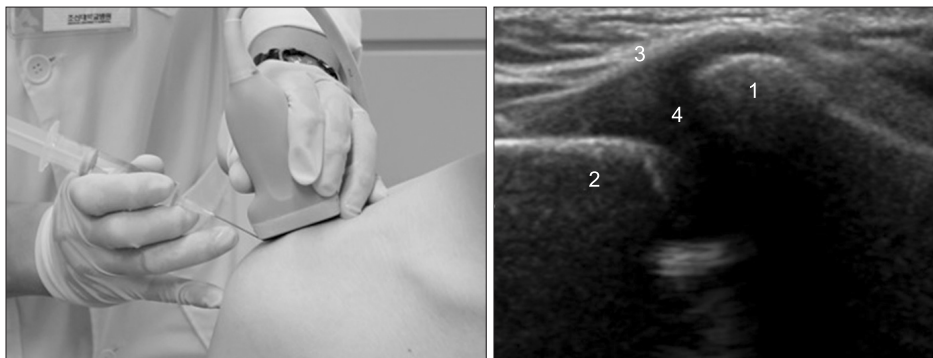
Acromioclavicular joint. The inset shows the position of the ultrasound probe (coronal plane adjacent to superior aspect of joint. 1, clavicle distal end; 2, acromion; 3, joint capsule; 4, joint cavity).
